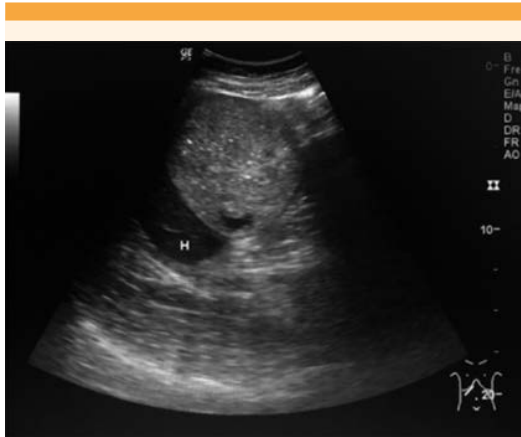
Ultrasonido abdomino-pélvico.
